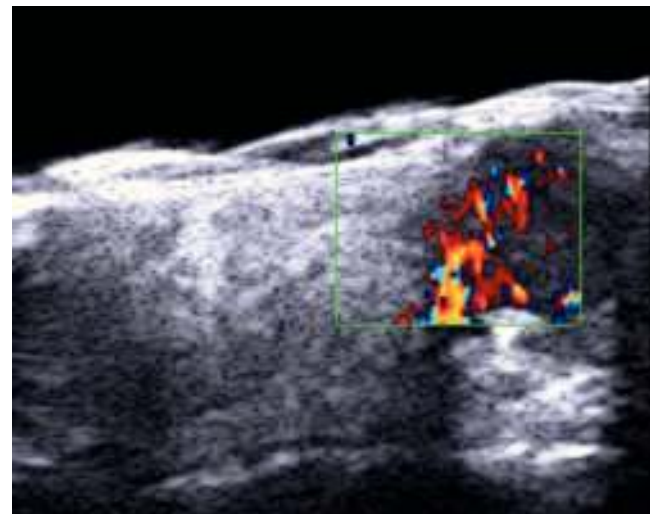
Metástasis cutánea. Ecografía Doppler color que demuestra aumento significativo de la vascularización intratumoral.
